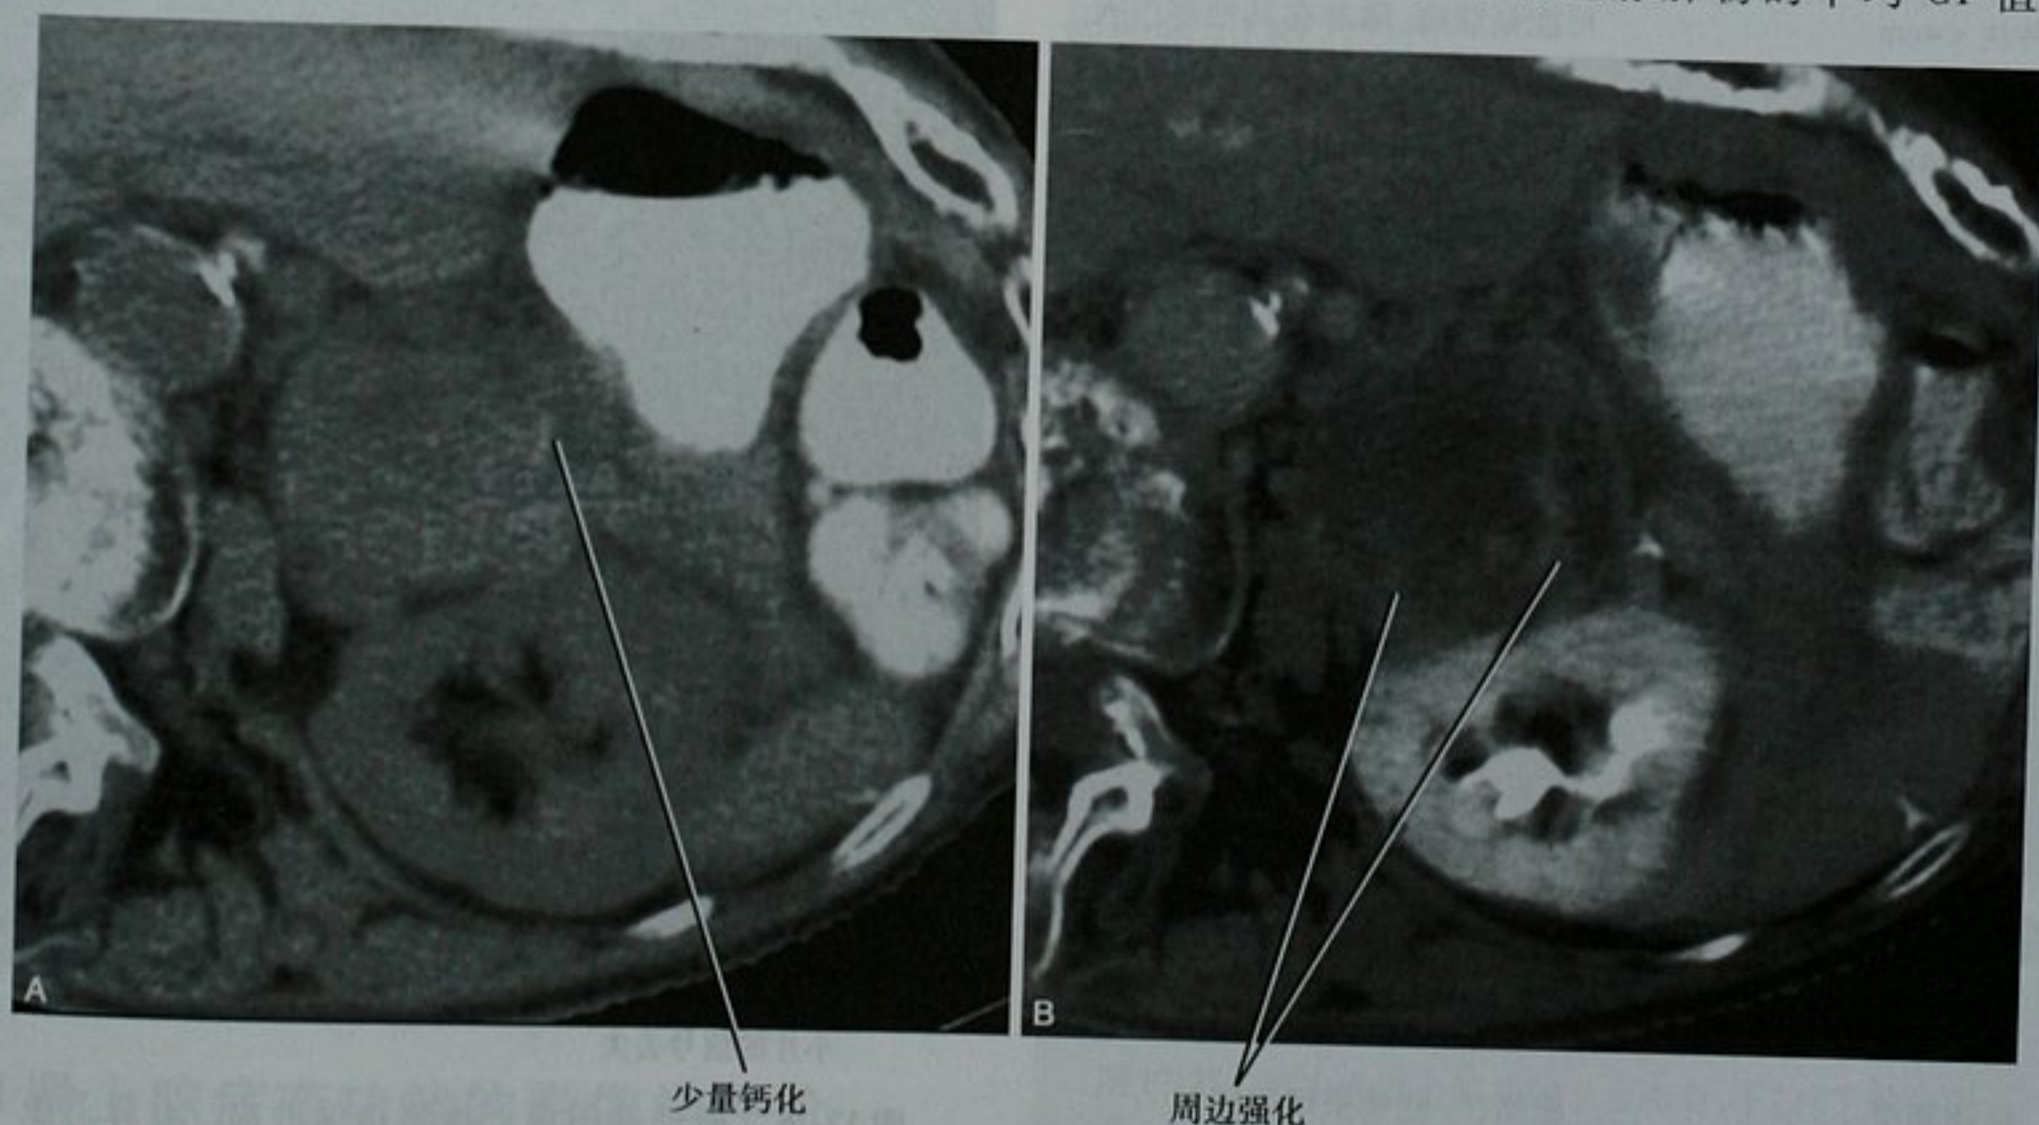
肾上腺血管瘤 CT 扫描包括(A)平扫和(B)增强延迟期图像。经穿刺活检证实,病灶随访 10 年稳定。对比剂持续逐步填充肿块是肾上腺血管瘤的典型表现
